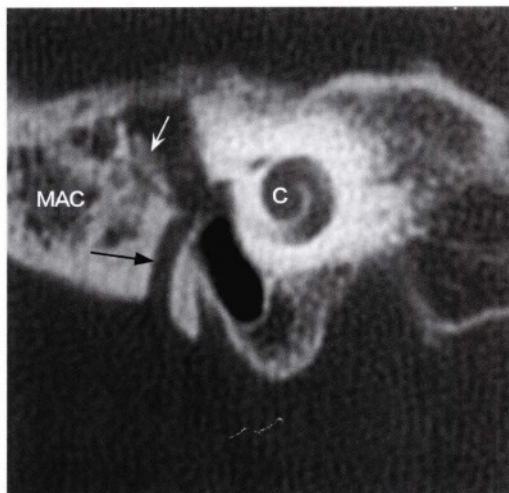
同一患者的右颞骨水平冠状位骨窗CT图像，显示了异常短小的右侧面神经（黑箭头）。中耳腔异常小且浑浊，听小骨（白箭头）发育不良并位于中耳腔外侧。该患者的乳突气房（MAC）也不发达，并且存在外耳道闭锁（C，耳蜗）。
